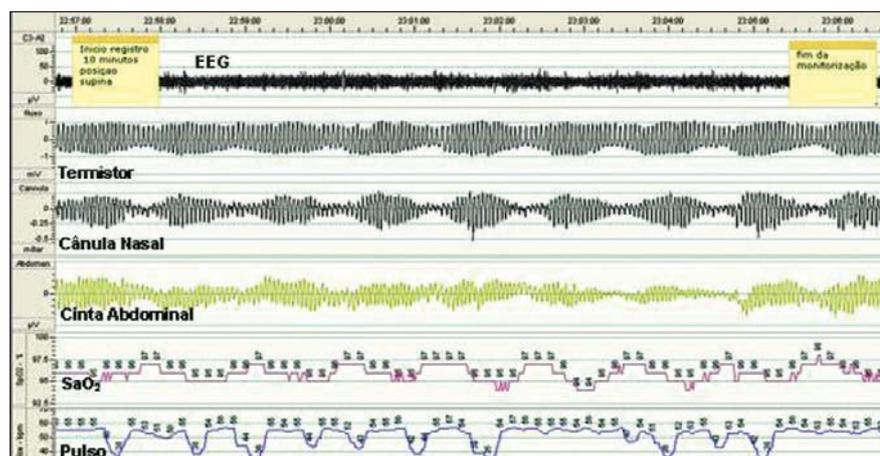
Polissonografia de um paciente com insuficiência cardíaca acordado. O traçado é de 10 minutos. Os canais demonstrados são, de cima para baixo: eletroencefalograma (EEG), fluxo respiratório determinado por termistor e cânula de pressão, cinta abdominal, oximetria de pulso e frequência cardíaca. Observa-se padrão crescendo-decrescendo do fluxo aéreo no canal da cânula de pressão, denotando ventilação periódica.
